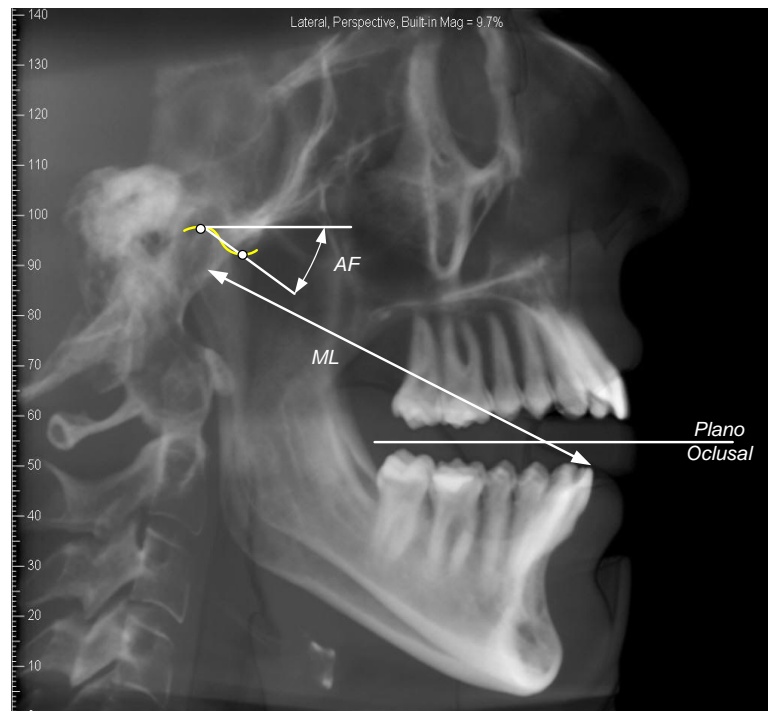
Radiografía del mismo paciente que la figura anterior, con otros parámetros para definir el modelo cinemático de la mandíbula. Fuente: Laboratorio Ortuplus S.L.
